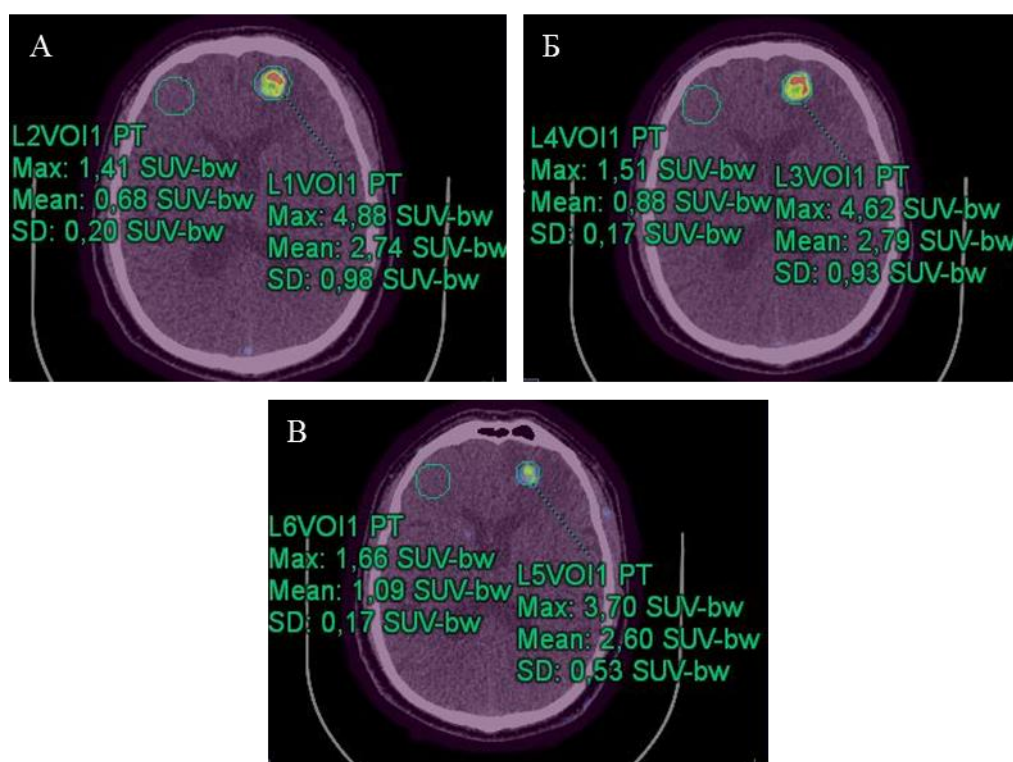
Пример измерения уровня накопления РФП по данным совмещенных изображений ПЭТ/КТ в глиальной опухоли левой лобной доли на первом (А), втором (Б) и третьем (В) этапах исследования. Для расчетов учитывались значения Max SUV-bw (соответствуют $\max\text{SUV}$), средние значения уровня фиксации РФП в опухоли – Mean SUV-bw (соответствуют meanSUV) и SD (стандартное отклонение). Измерение уровня накопления РФП в неизмененном веществе головного мозга осуществлялось с захватом белого и серого вещества. При измерении оценивались как максимальные значения Max SUV-bw (соответствуют $\max\text{SUV}_n$), так и средние значения Mean SUV-bw (соответствуют meanSUV_n) с учетом стандартного отклонения SD
